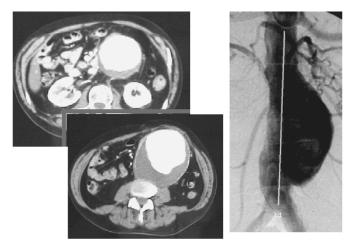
AAA sottorenale - TC e studio agiografico preoperatorio
